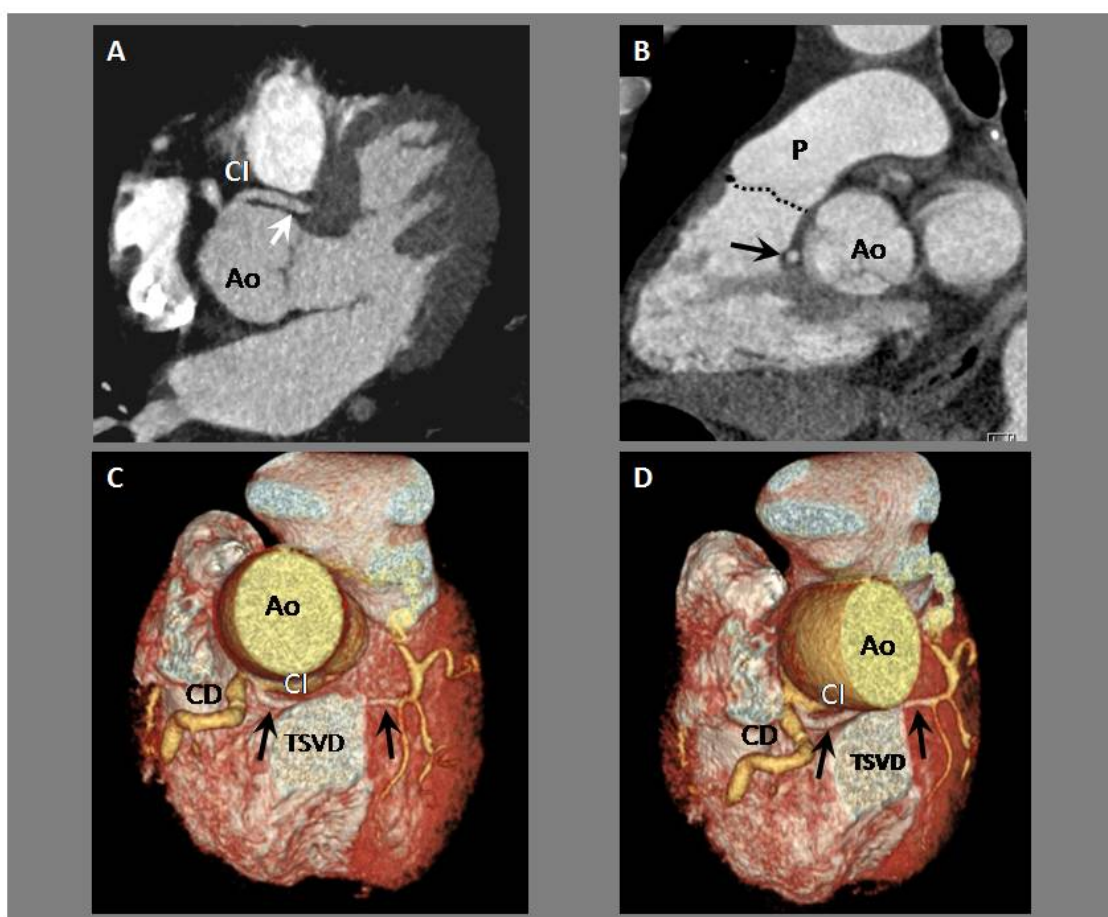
Angio TAC coronario, ALCA transeptal, caso 28. A.- Reconstrucción MIP donde se puede ver origen de CI en seno de Valsalva derecho (flecha blanca). No presenta segmento inicial intramural. B.- Trayecto bajo subpulmonar (flecha señala la posición de la anomalía coronaria), con morfología oval (no presenta morfología slit-like). C y D.- Reconstrucción 3D. Las flechas señalan el recorrido anómalo de la CI, atravesando el TSVD y el septo interventricular (transeptal) hasta llegar al VI. CI: Coronaria izda. CD: Coronaria derecha. Ao: Aorta. P: arteria pulmonar. TSVD: Tracto de salida de VD.
